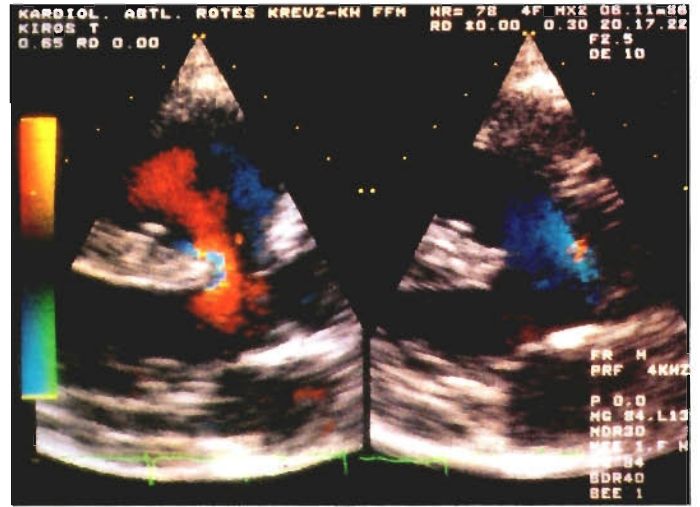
Großer Ventrikelseptumdefekt mit gekreuztem Shunt. In der langen Achse parasternal wird auf der linken Bildhälfte ein rot-kodierter Strom von der linken in die rechte Kammer sichtbar, wobei es im Septumdefekt zu einer Strömungsbeschleunigung mit Turbulenzmuster kommt. Die rechte Bildhälfte zeigt den blau-kodierten Rechts-Links Shunt
